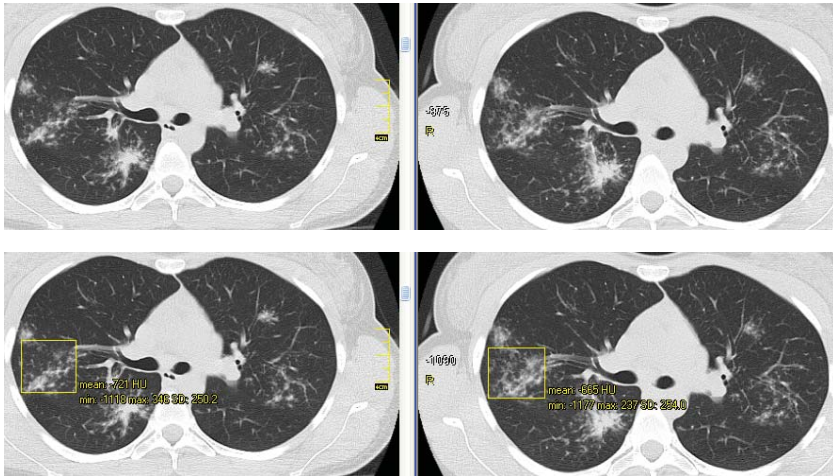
КТ хворої на саркоїдоз II стадії: зліва — до лікування, праворуч — після ГКС-терапії протягом 3 міс. Верхня частина рисунку — нечіткі ознаки прогресування процесу в правій легені; нижня частина — збільшення щільності паренхіми в виділеній ділянці з -721 НУ до -665 НУ підтверджує негативну динаміку процесу.
